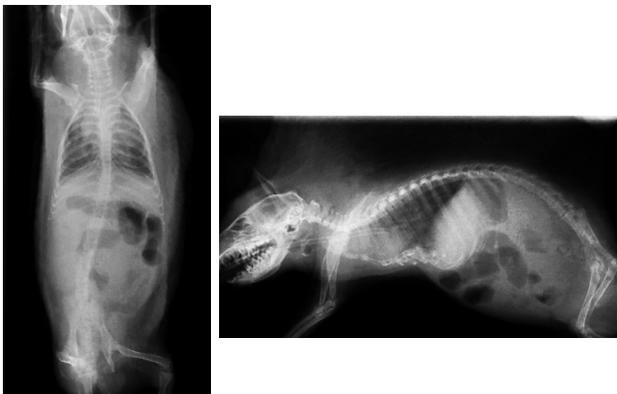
術前のX線像(写真左; VD像、写真右; LL像)
